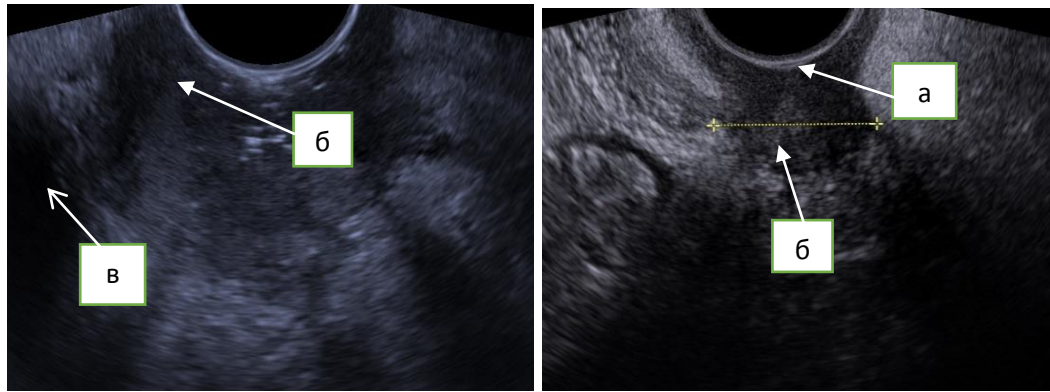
Ультразвуковая томограмма локального рецидива РШМ в куполе культи влагалища трансвагинальным доступом: а) купол культи влагалища; б) опухоль; в) мочевого пузыря.
